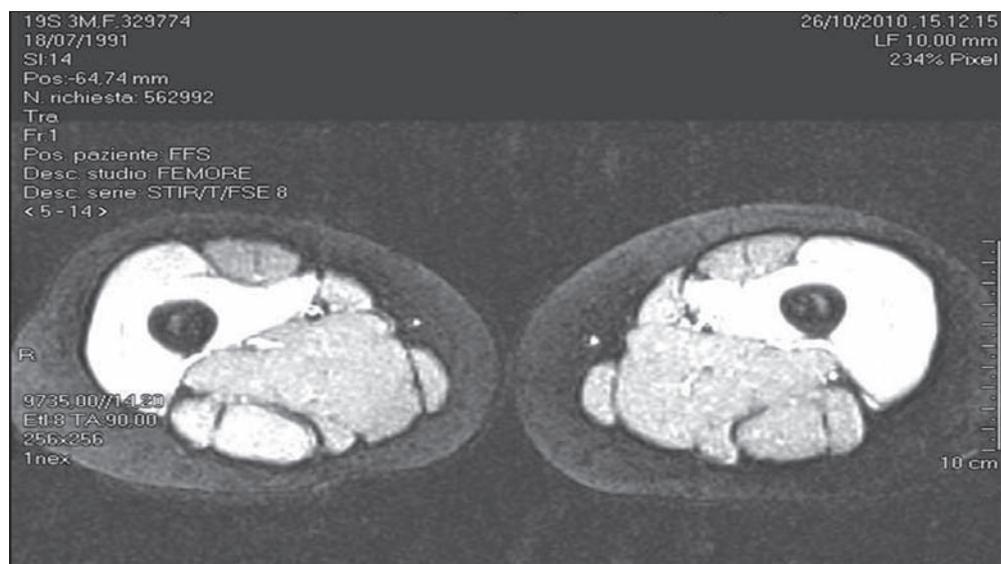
MRI (sequenza STIR) eseguita in ventesima giornata: è appena percettibile la riduzione dell'imbibizione muscolare.
